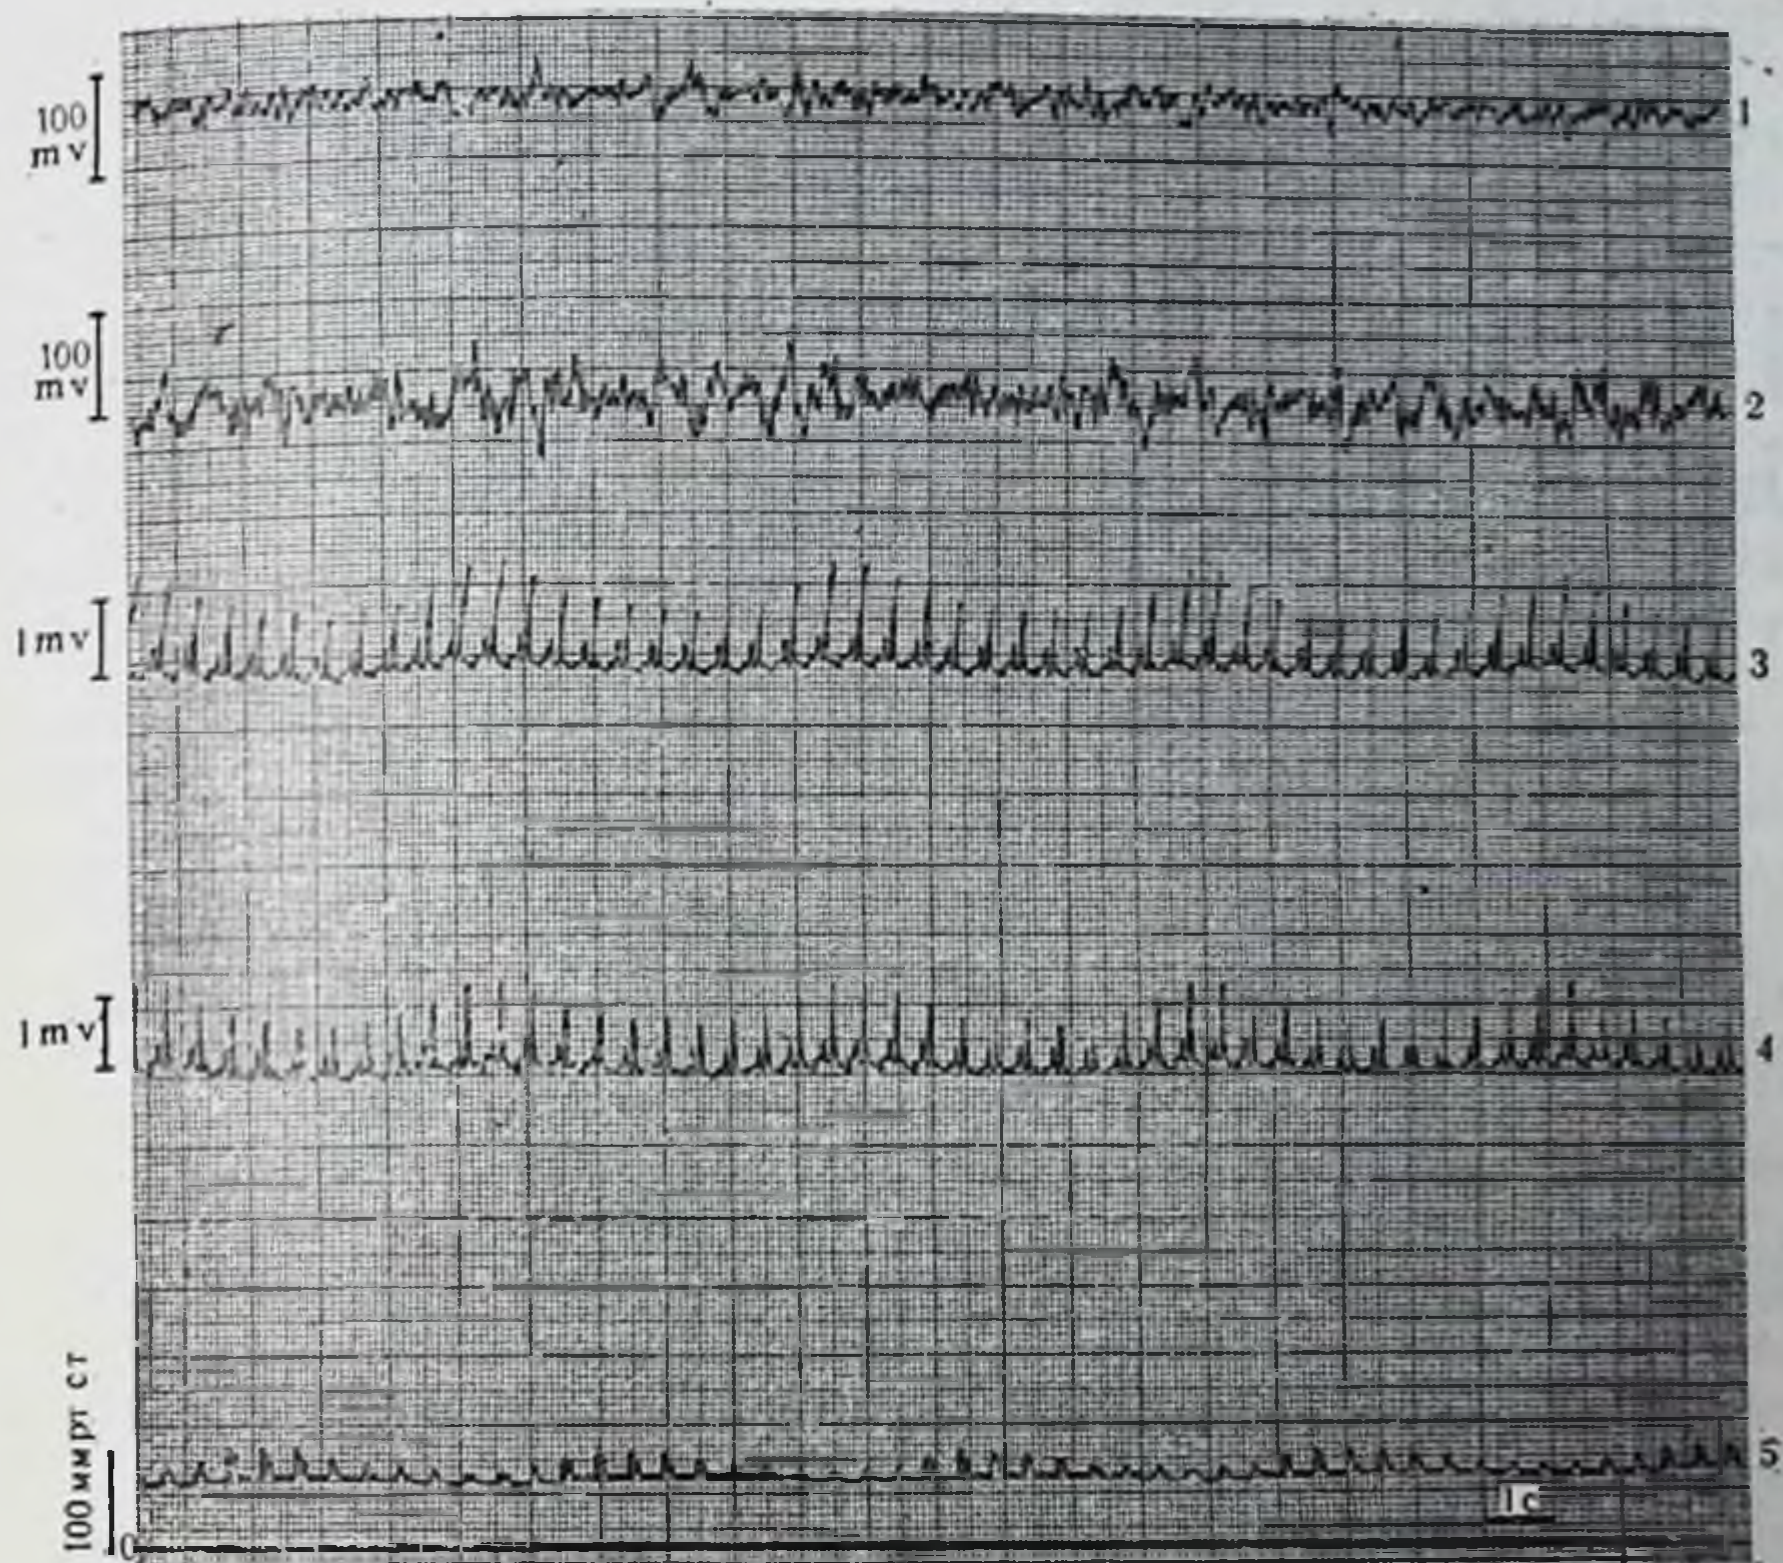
Запись физиологических параметров после трансфузии постагональной крови. Обозначения те же, что и на рис. 20.
